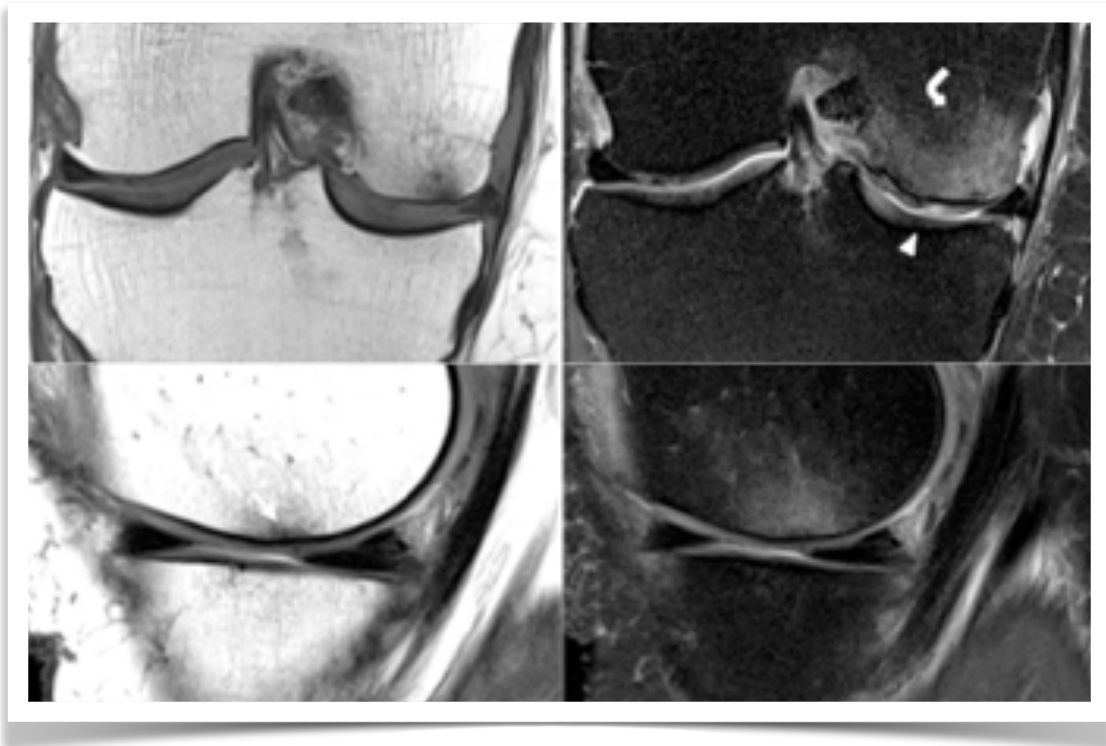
RM de fractura por insuficiencia subcondral.. Foco de edema óseo subcondral en cóndilo femoral medial (flecha curva). En secuencia T2 sagital, se logra identificar más claramente la banda de compresión trabecular subcondral característica (cabeza de flecha).
